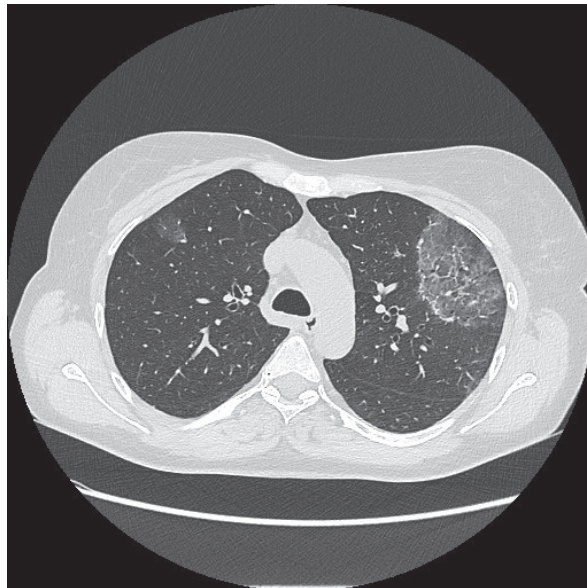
Image of a “frosted glass” visible in a high-resolution CT scan.
